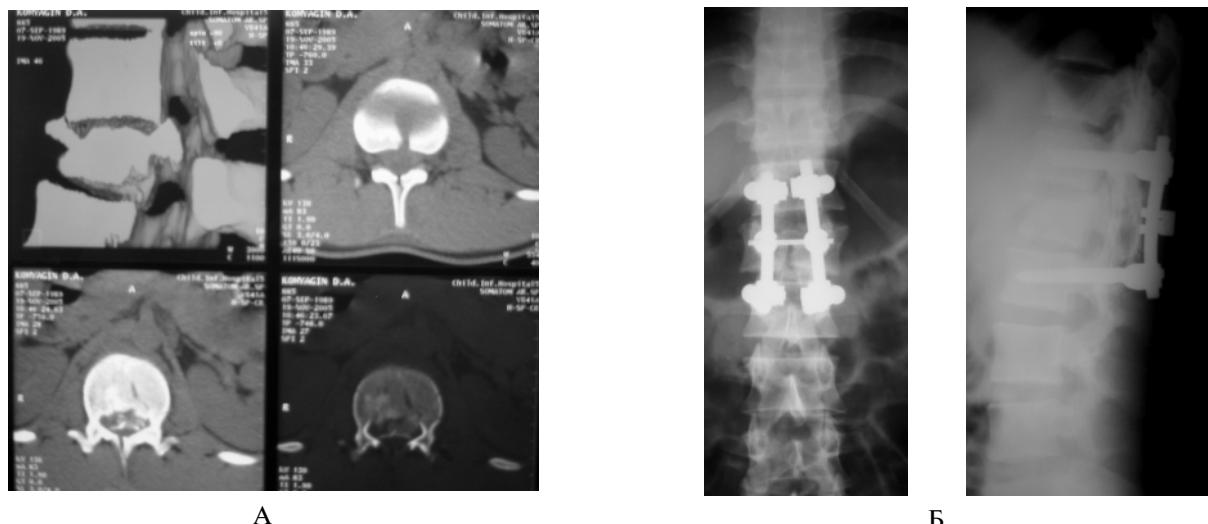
Пациент К., 16 лет. Диагноз – взрывной перелом L₁. А – КТ до операции; Б – после задней непрямой репозиции и транспедикулярной фиксации.
